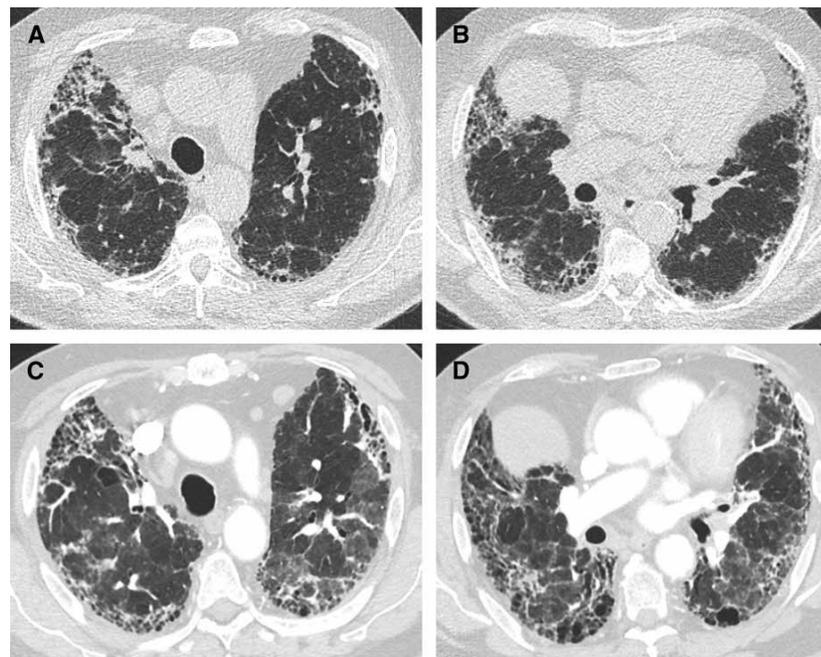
Esacerbazione acuta di fibrosi polmonare idiopatica. (A e B) Sezioni di tomografia computerizzata trasversali ottenute nelle zone polmonari superiori e medie e (C e D) durante l'esacerbazione acuta che mostrano nuove opacità bilaterali a vetro smerigliato in entrambi i polmoni su un pattern di fondo di polmonite interstiziale comune.
